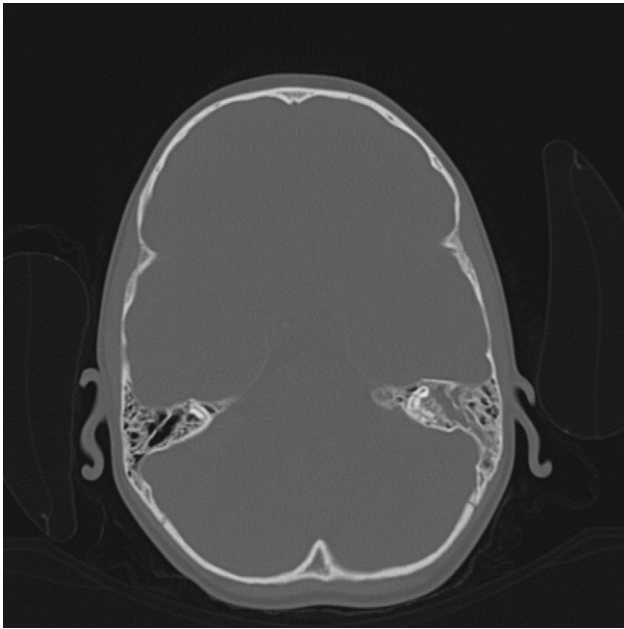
Imagen de TC craneal del caso 1. Se observa ocupación de las celdas etmoidales, senos frontales, senos esfenoidales, cajas timpánicas, aditus y antro mastoideo izquierdo.
